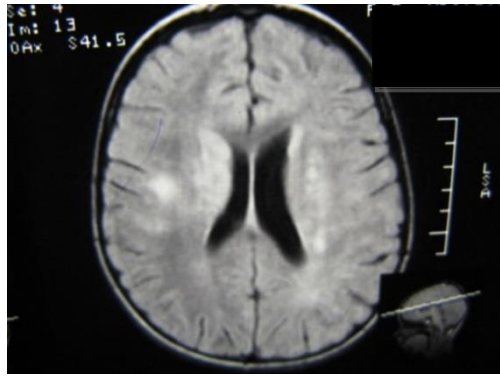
МРТ головного мозга пациента Д., 7 лет, с диагнозом диссеминированный энцефаломиелит. Многоочаговое поражение головного мозга. Очаги в хвостатом ядре, во внутренней капсуле, в субкортикальных отделах правой гемисферы большого мозга. FLAIR-ИП
